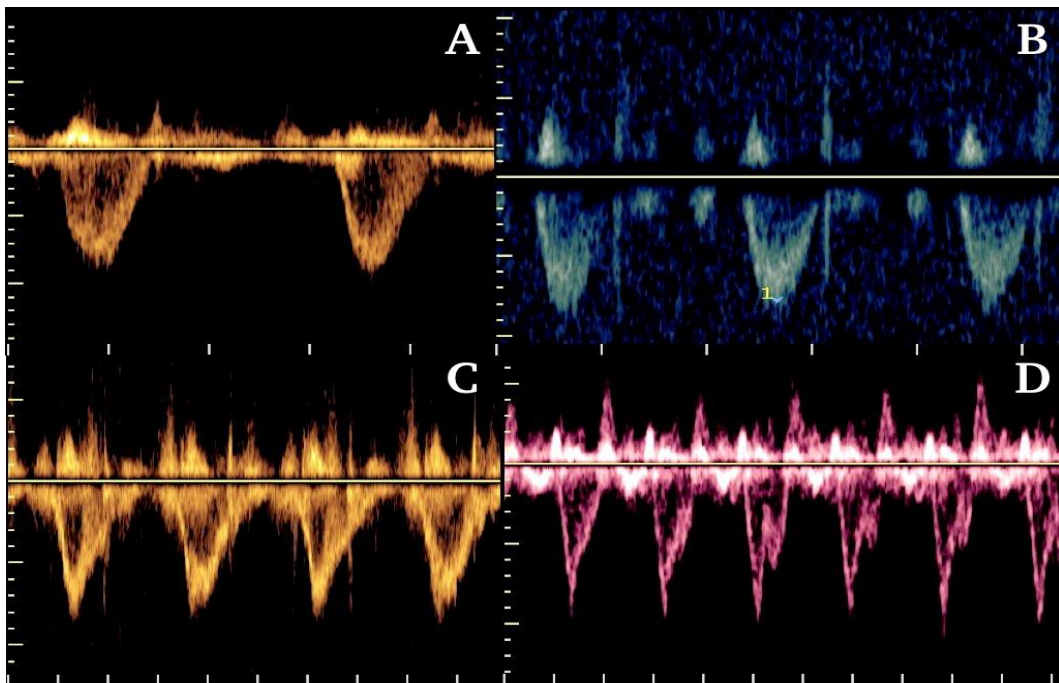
Doppler espectral pulsado sobre el tracto de salida del ventrículo derecho. A y B. Perfil de flujo de Tipo I de apariencia simétrica y velocidad punta conservada y dentro de los rangos normales ($<1.3\text{m/s}$). C. Perfil del flujo pulmonar Tipo II el cual muestra una pendiente de aceleración rápida (primer tercio de la onda espectral) y una pendiente de desaceleración más lenta (perfil tipo aórtico). D. Perfil de Tipo III que
